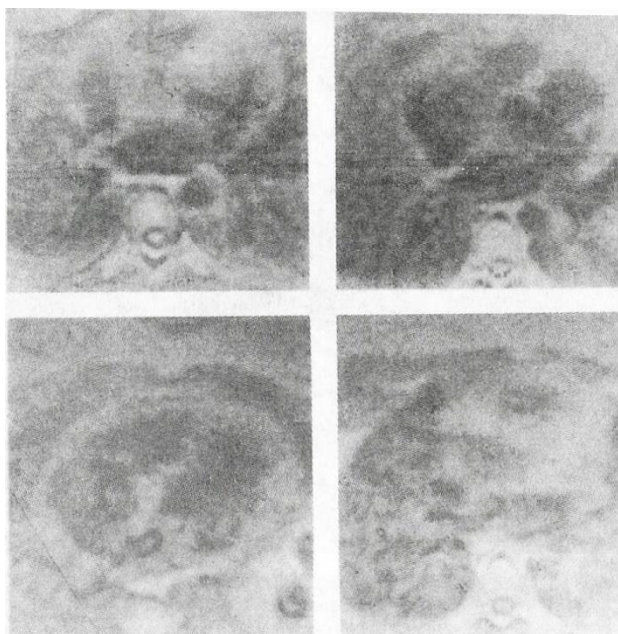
Магнитно-резонансная томография больной И., 23 года, с посттравматическим слипчивым перикардитом.
